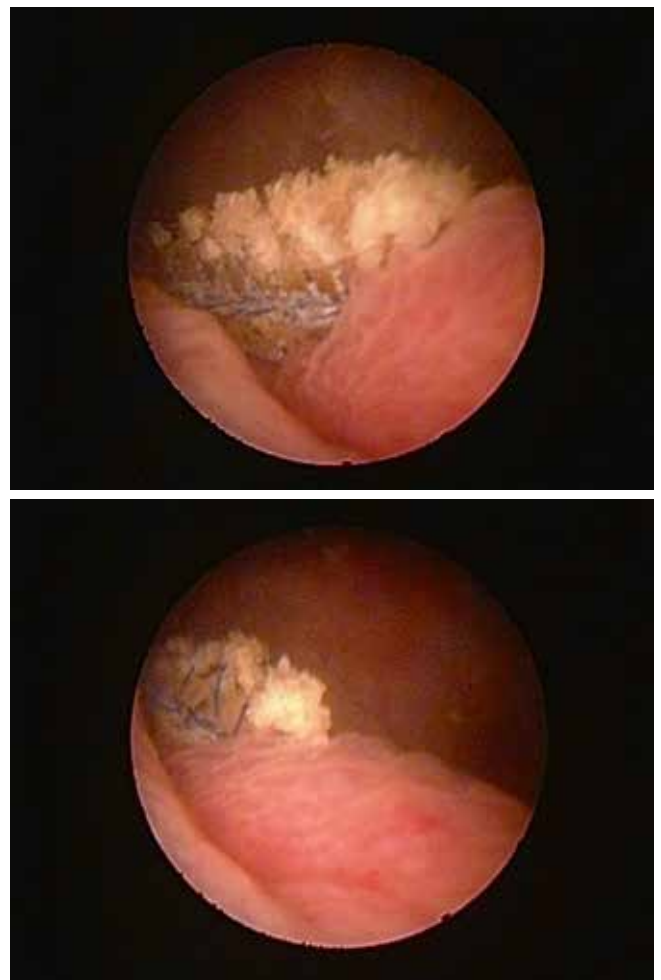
Данные цистоскопии. Устье мочеточника с признаками отека. Фрагмент слинговой петли на участке протрузии с солевой инкрустацией на поверхности
